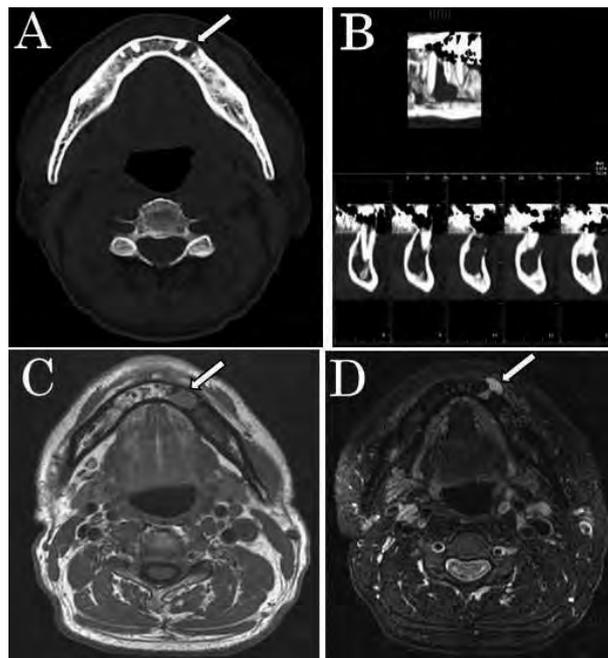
A：CT 画像 B：MPR 画像 C：T1 強調画像 D：脂肪抑制 T2 強調画像
